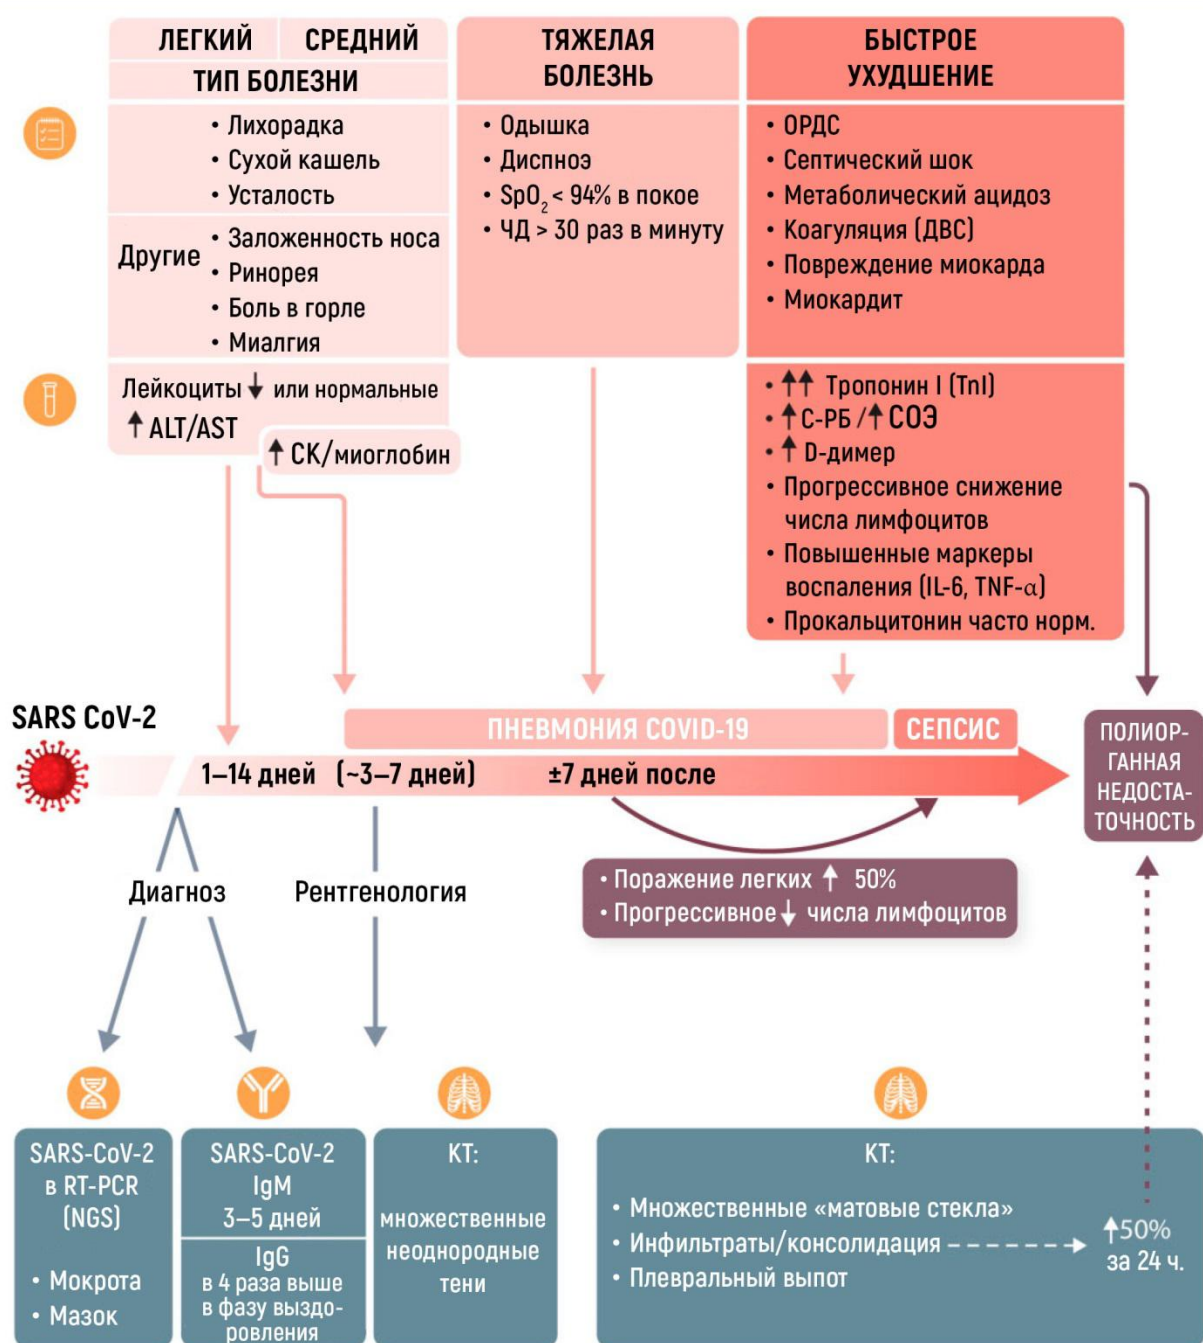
Ключевые симптомы, а также биохимические и рентгенологические особенности клинического течения COVID-19.
